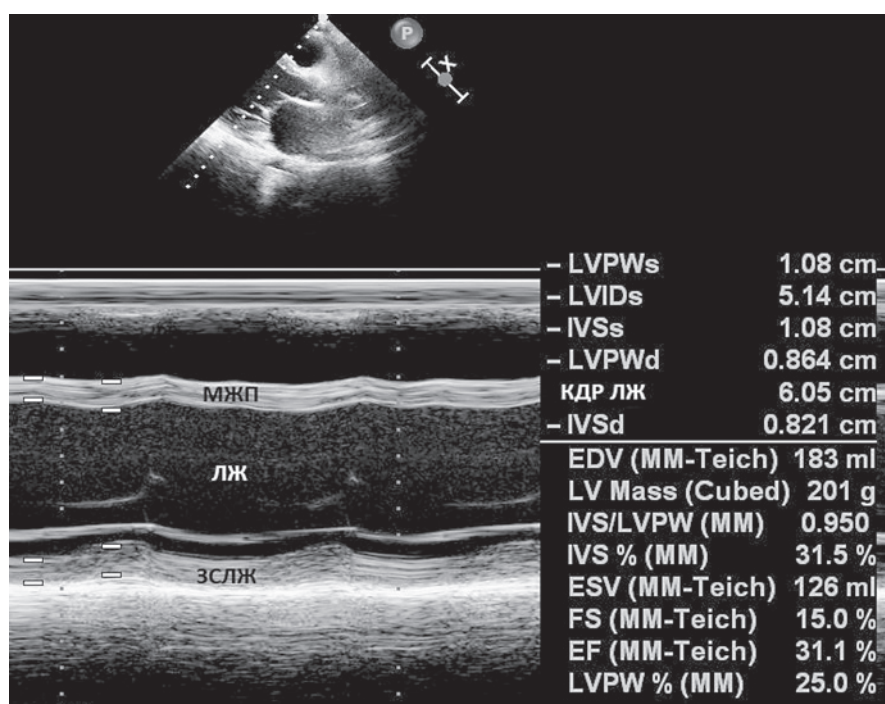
Результаты эхокардиографии (парастернальная позиция по длинной оси): М-режим, снижение сократительной способности ЛЖ, дилатация полости левого желудочка)
